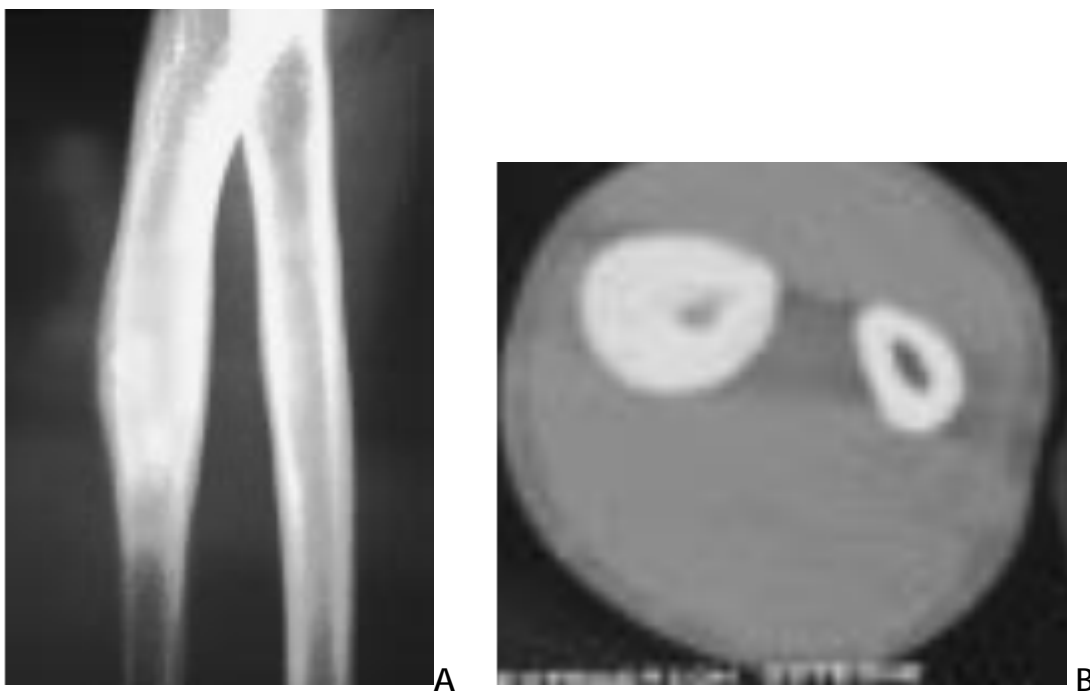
Ostéome ostéoïde de l'ulna n'apparaissant pas en radiographie conventionnelle, masqué par l'intense ostéosclérose (A). Seules les coupes jointives en tomodynamométrie le mettent en évidence (B) [13].
